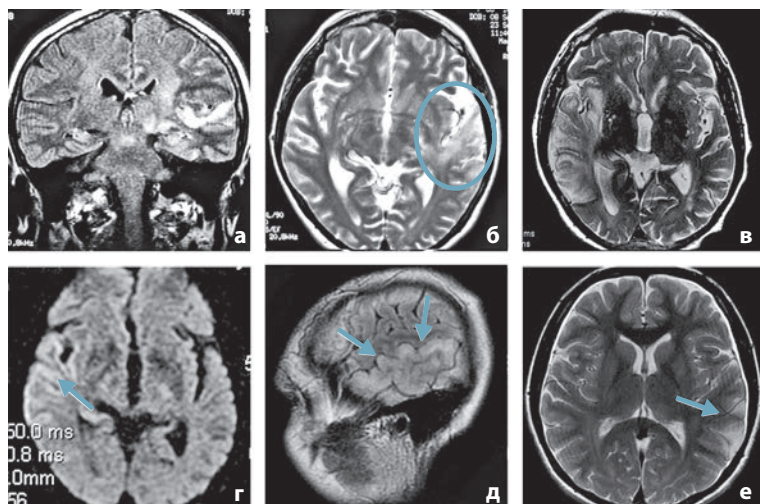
Рисунок В-7-1 Вирусные энцефалиты на МРТ: (а и б) герпетический энцефалит в височной области слева; гиперинтенсивный сигнал в режиме FLAIR (а) и T2 (б, круг); (в и г) энцефалит справа, вызванный вирусом варицелла-зостер: гиперинтенсивный сигнал в режиме T2 (в) и DWI (стрелка на г); (д и е) краснушный энцефалит в височной области слева; гиперинтенсивные сигналы (стрелки) в режиме FLAIR (д) и T2 (е).
